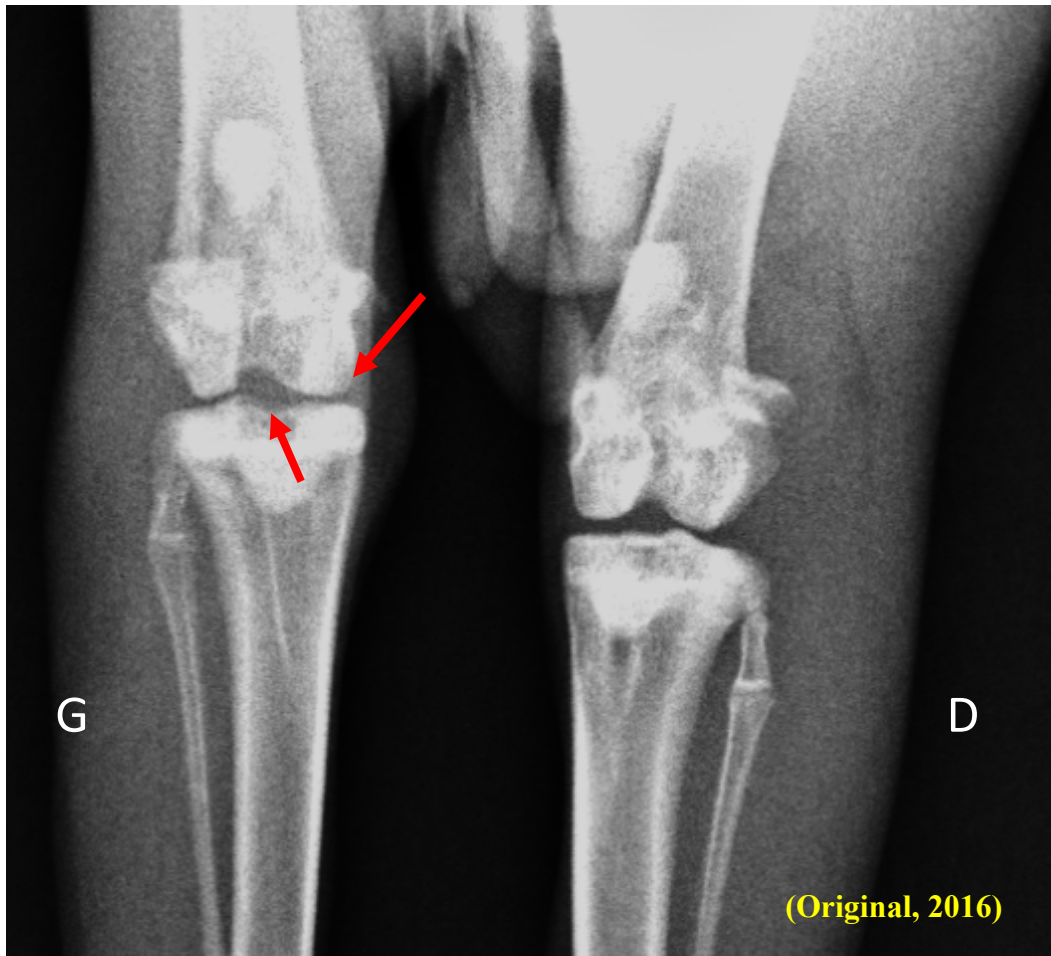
Radiographie montrant un résidu d'épaississement synovial et érosion chondrale de l'articulation du lapin du lot 4 au 60^{ème} jour de l'expérimentation après induction de l'arthrite par *Propionibacterium acnes* au niveau du genou gauche et traité par antibiothérapie du 30^{ème} jour jusqu'au 60^{ème} jour (le genou droit est sain)
